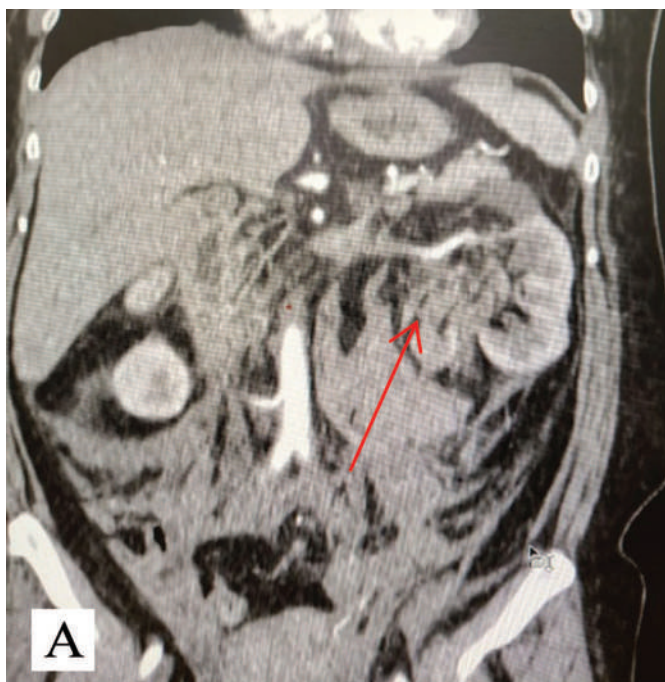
Компьютерная томограмма: А – коронарный срез; Б – аксиальный срез
